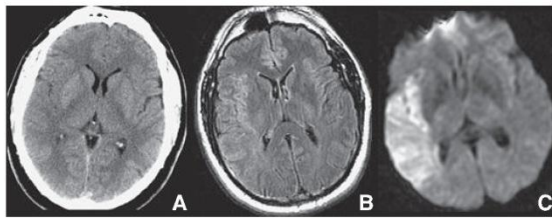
Accident ischémique artériel aigu. TDM effectuée deux heures (A) après la survenue d'un déficit de l'hémicorps gauche. Discret effacement du ruban cortical dans le territoire de l'artère cérébrale moyenne droite. En flair (B), hypersignal dans ce même territoire. L'hypersignal est plus franc et plus étendu en diffusion (C).
